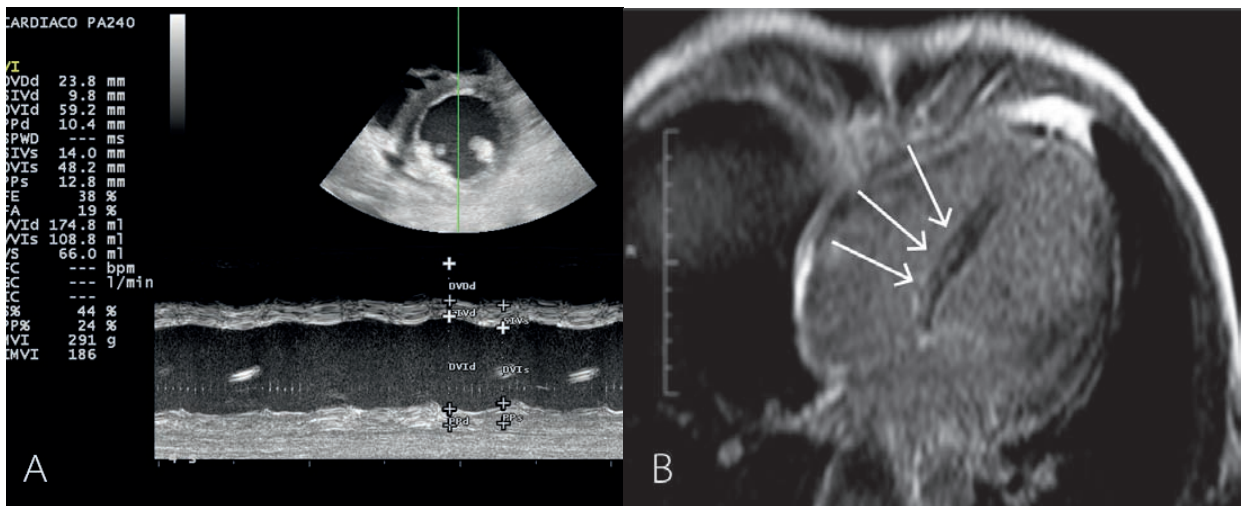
A. Ecocardiograma: miocardiopatía dilatada con baja FEy biventricular. B. Resonancia magnética cardíaca: realce tardío (fibrosis/necrosis) con patrón de tipo parcheado.
